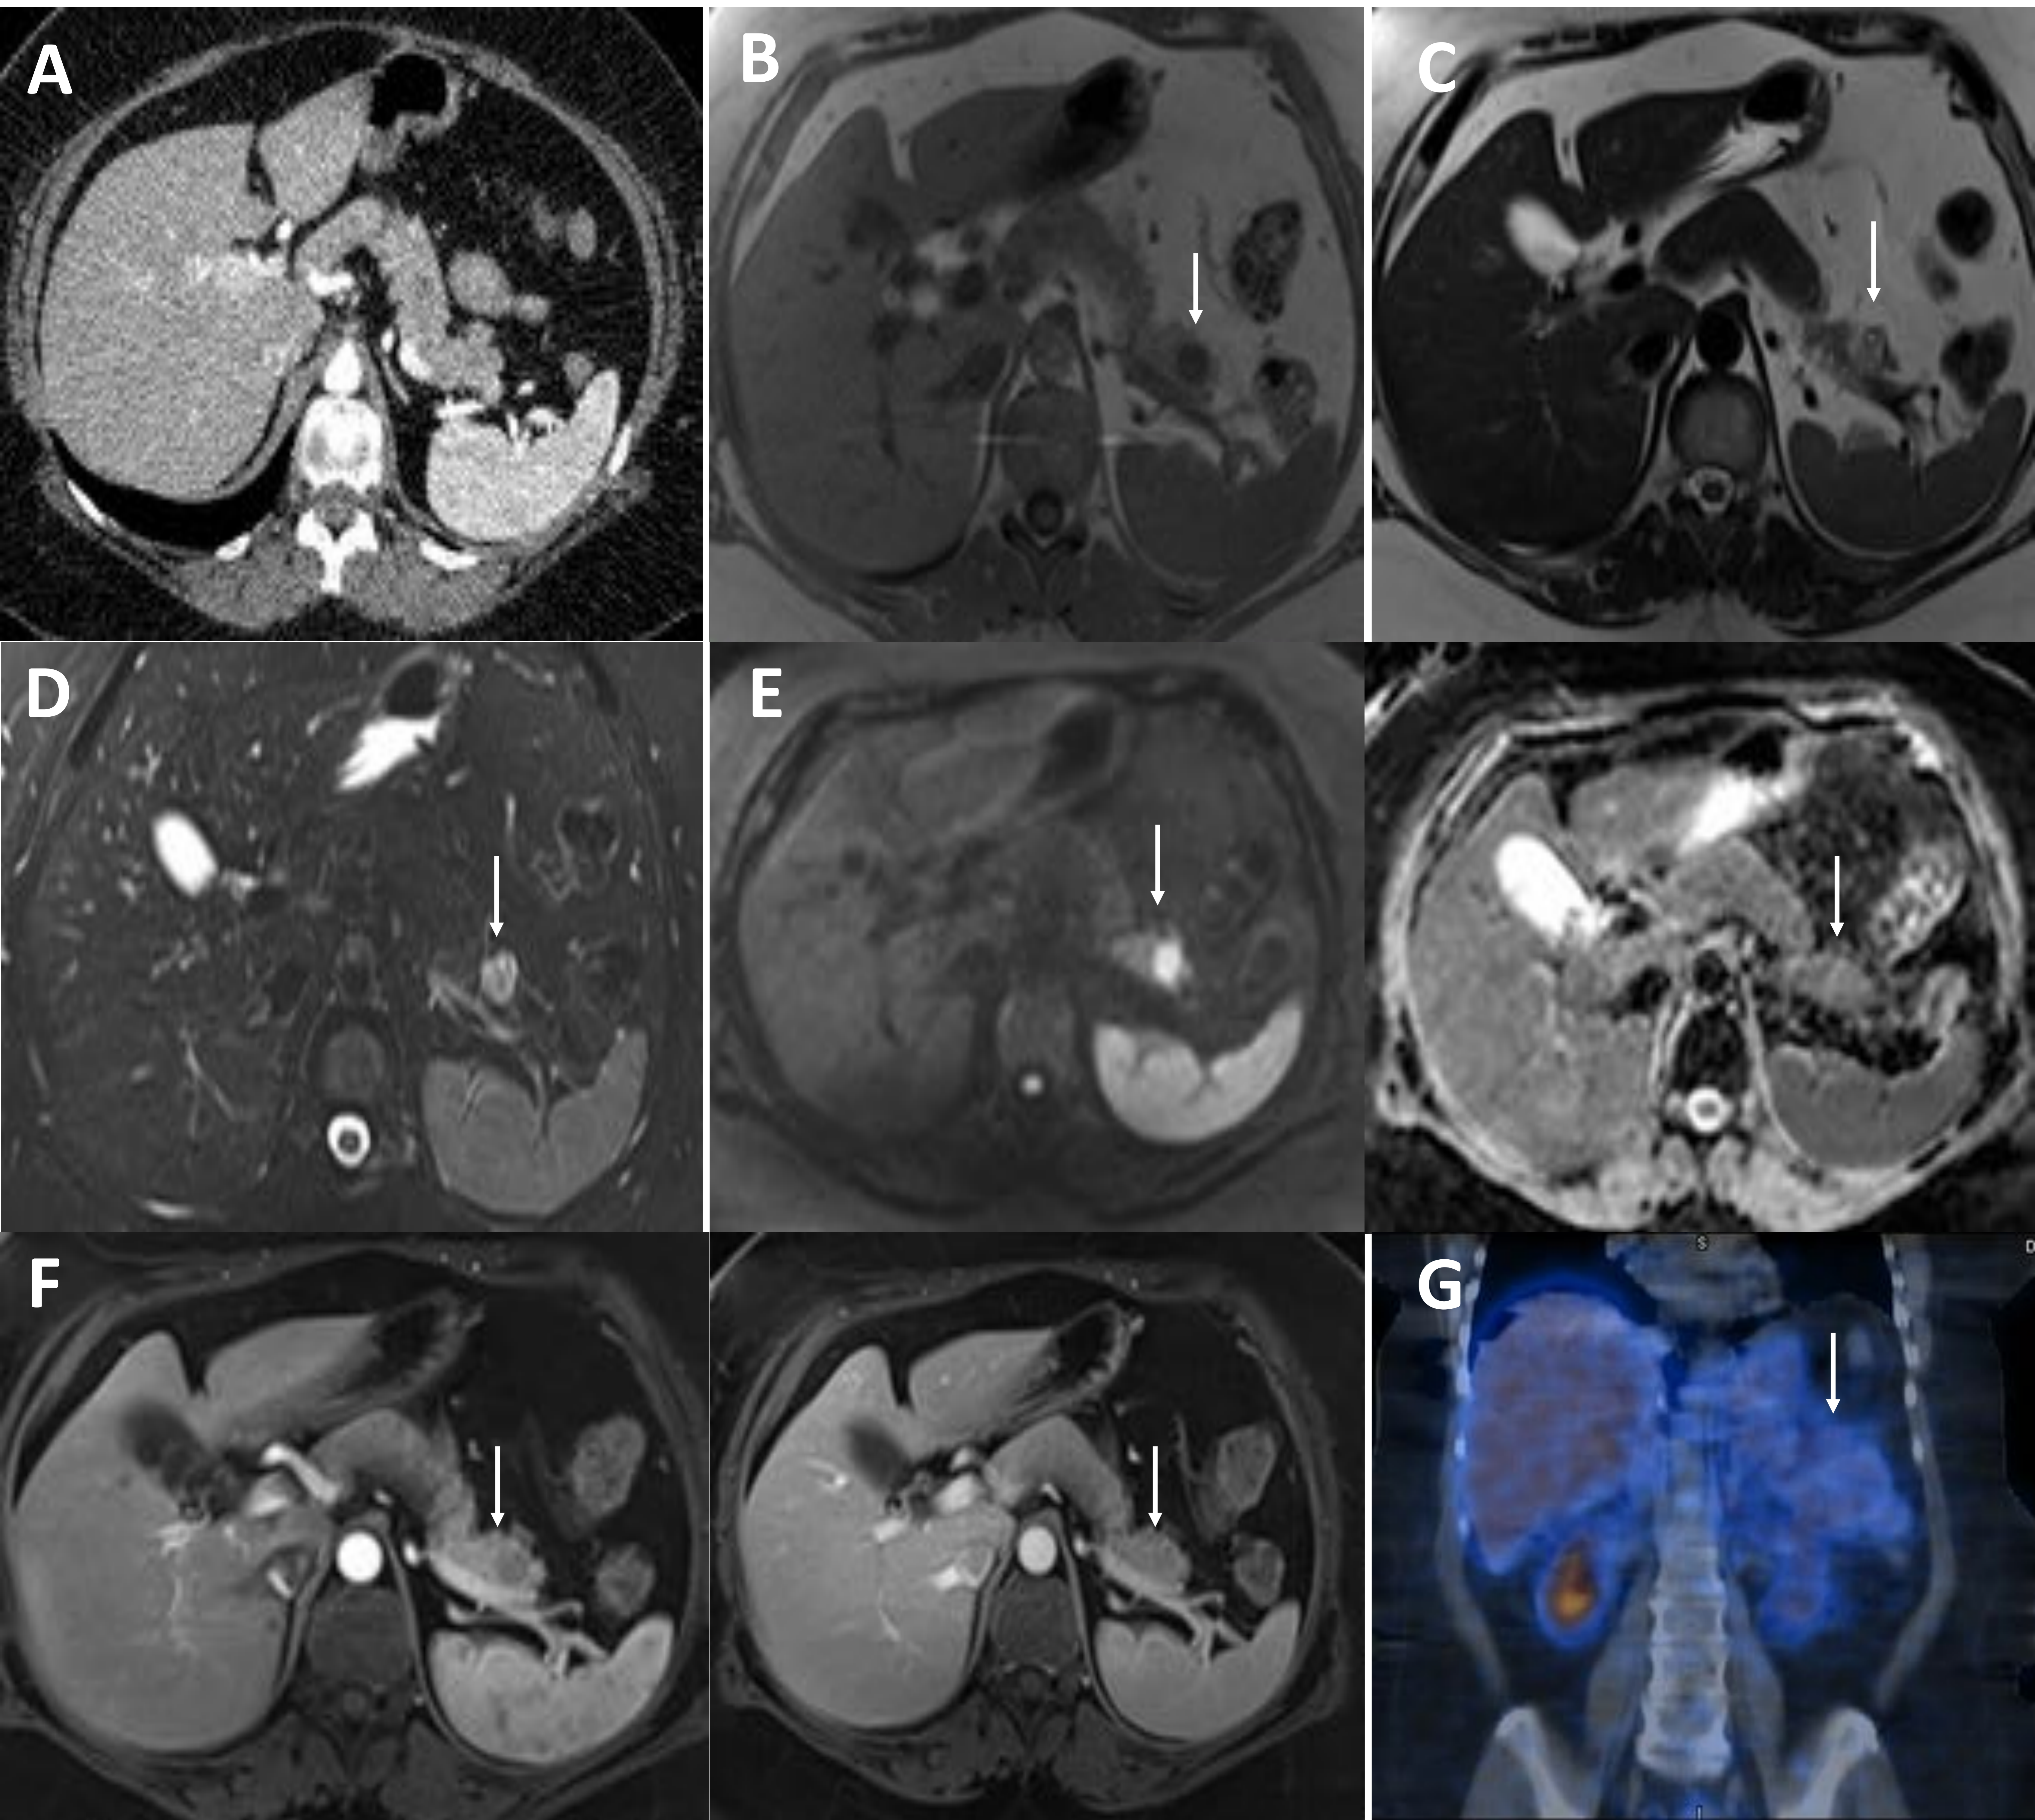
Mujer de 56 años con un tumor sólido pseudopapilar. En la TC no se identifica nódulo (imagen A). En la RM el nódulo tiene las siguientes características: hipointenso en T1 (imagen B), hiperintenso en T2 (imagen C) y STIR (imagen D), restricción de la difusión (imagen E) y en la secuencias dinámicas con contraste es hipovascular en fase arterial volviéndose isointenso al parénquima pancreático en fase portal (imagen F). Imagen G: Octreoscan negativo.
